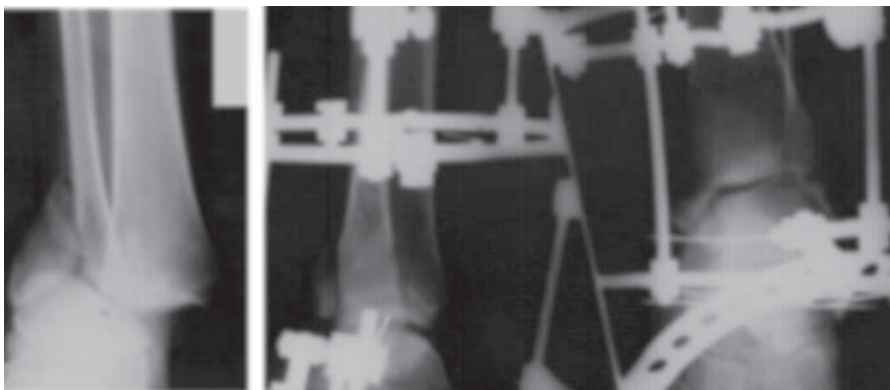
Вид поврежденных костей на рентгенограммах
